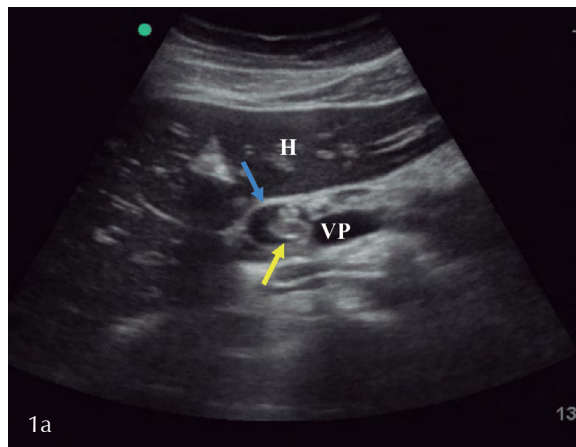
Ultrasonido en modo B
